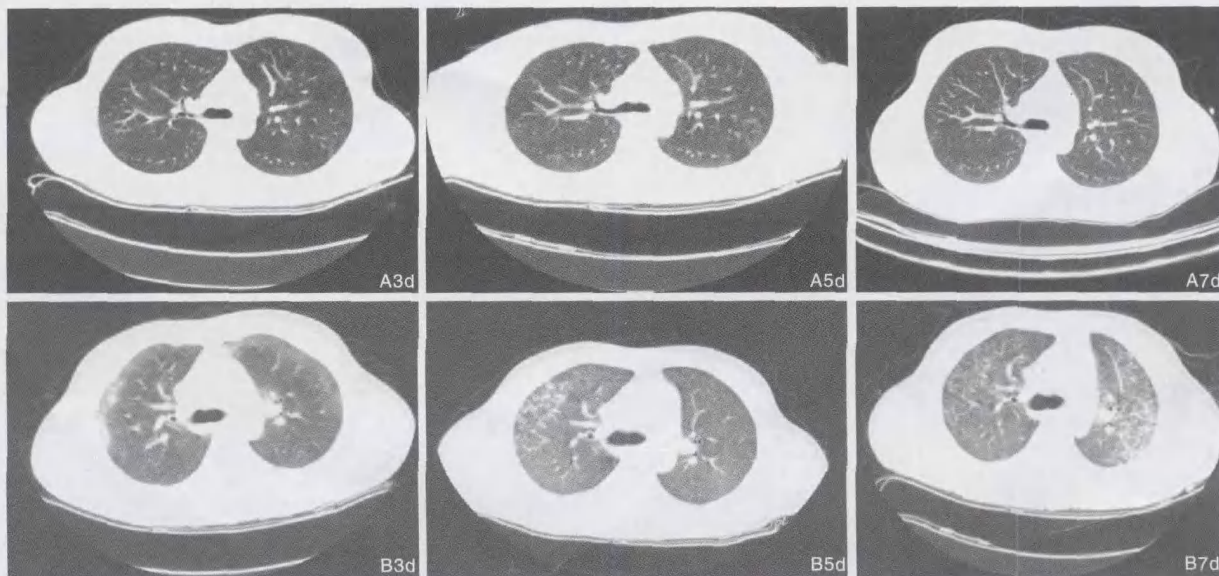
血必净治疗组(A)与常规治疗对照组(B)不同时间点肺CT变化
